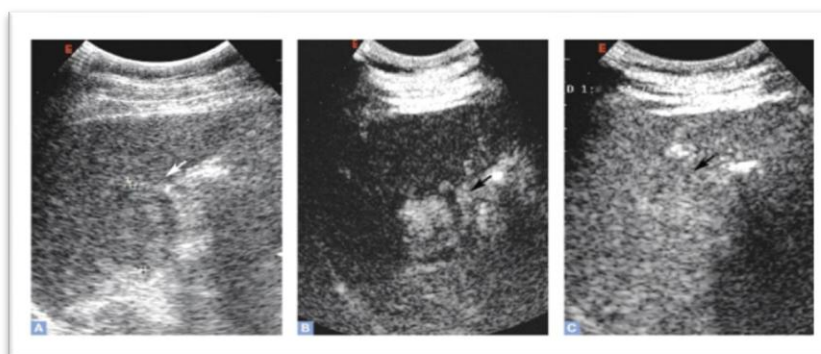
Pattern contrastografico tipico di nodulo di HCC valutato mediante ecografia con mezzo di contrasto
